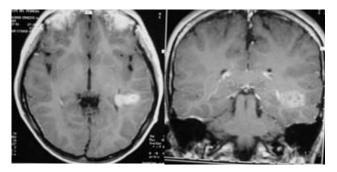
RM corte axial y corte coronal con gadolinio. Se aprecia reforzamiento.
